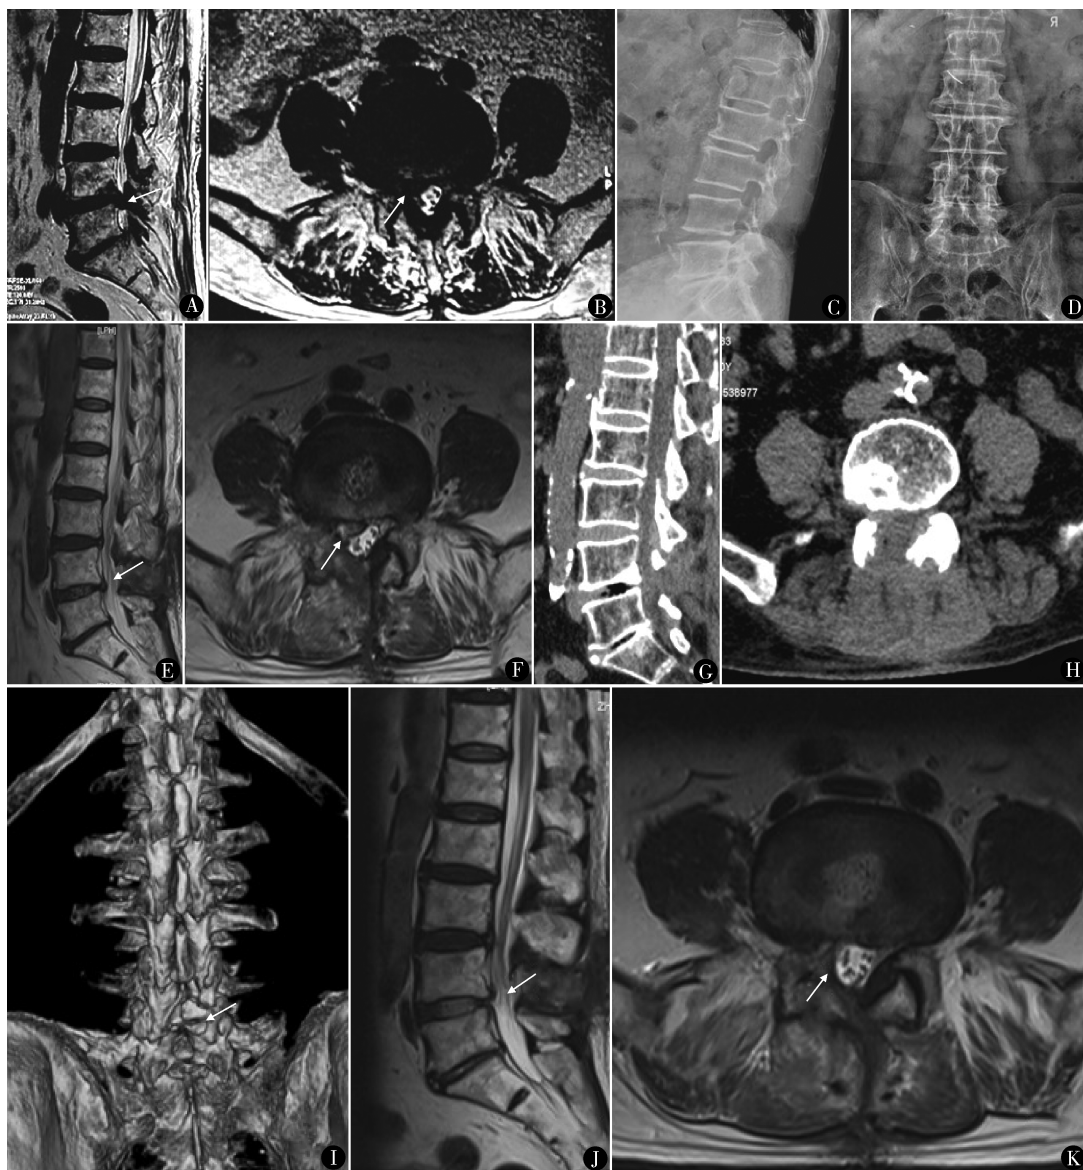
男, 80 岁, 腰痛伴右腿放射性疼痛, 初次手术前腰椎 MRI (A、B) 显示 $L_{4/5}$ 椎间盘右侧旁中央型突出, 腰椎正侧位 X 线 (C、D) 显示不合并腰椎滑脱, 行椎板开窗髓核摘除术, 术后右腿疼痛症状缓解, 术后 11 个月再次出现右腿放射性疼痛, 腰椎 MRI (E、F) 显示 $L_{4/5}$ 椎间盘右侧旁中央型突出, 腰椎 CT (G、H、I) 显示 L_4 右侧椎板缺如, 排除手术禁忌后择期 PTED, 术后 2 周腰椎 MRI (J、K) 显示 $L_{4/5}$ 椎间盘突出已取出
